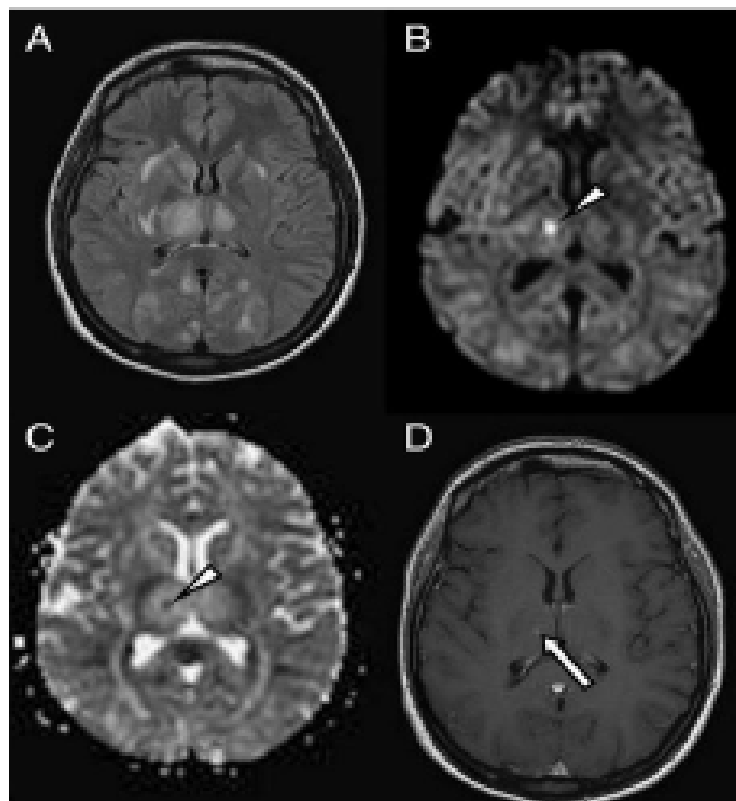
(A) IRM encéphalique coupe axiale T2: montre des images hyperintenses au niveau de la substance blanche sous-corticale avec une prédominance postérieure, compatible avec un PRES au stade de lésion cytotoxiques ischémiques avec la participation atypique de noyaux profonds.
